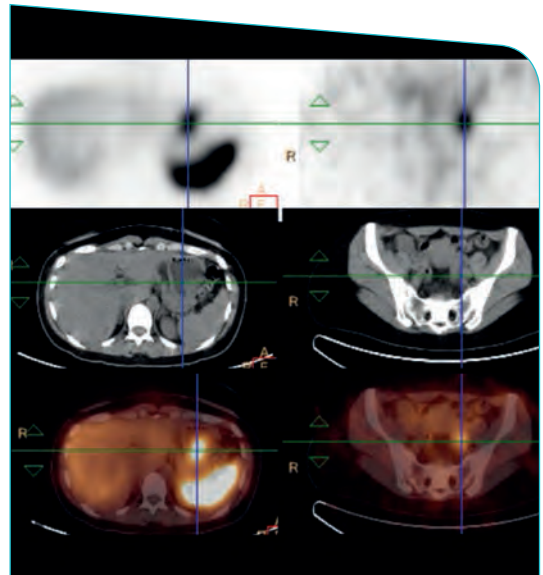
SPECT con Octreoscan, objetivándose acúmulo patológico del material radiactivo a nivel de curvatura mayor del estómago y ovario izquierdo. Fuente: elaboración propia, Hospital 12 de Octubre
